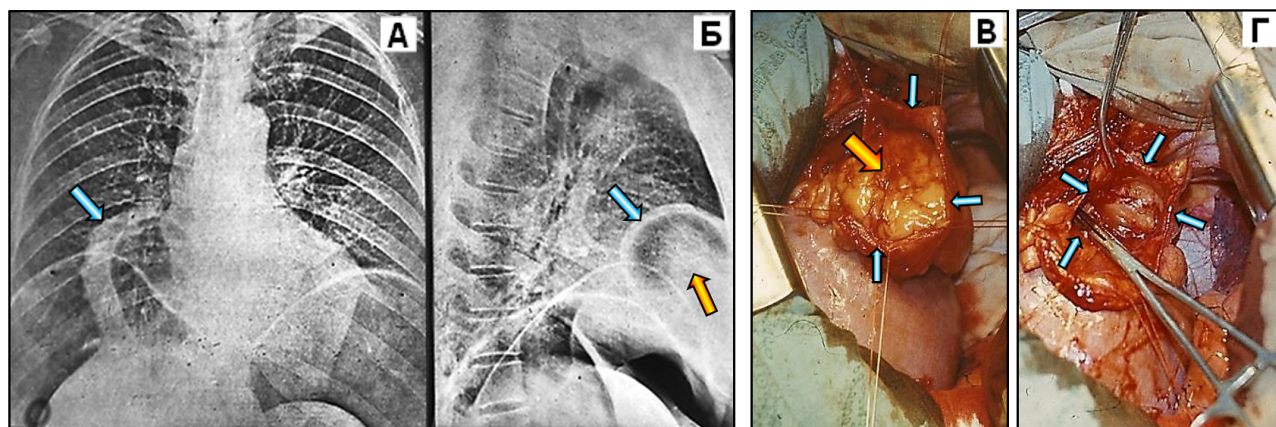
Больной Ж., 27 лет. Грыжа Морганьи в правом кардиодиафрагмальном углу. А – рентгенограмма ОГК в коронарной проекции в условиях пневмоперитонеума, с газом в грыжевом мешке (стенка грыжевого мешка обозначена синей стрелкой). Б – рентгенограмма ОГК в правой боковой проекции – жировой комок (жёлтая стрелка), более плотный, чем окружающий воздух, смещается при натуживании живота. В – грыжевое содержимое (хорошо смещаемый губками корнцанга сальник, жёлтая стрелка), париетальная брюшина (стенка грыжевого мешка), фиксированная нитками, обозначена синими стрелками. Г – сальник не резецирован, а свободно погружён тампоном в брюшную полость с последующим прошиванием краёв брюшины.
